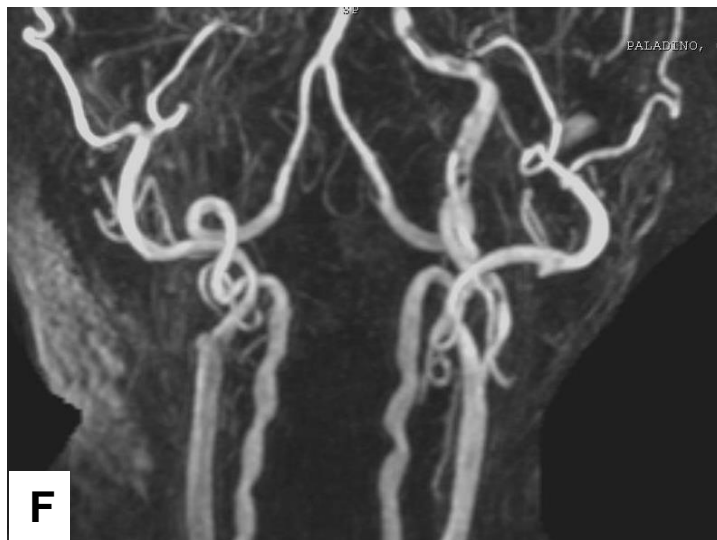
Angioresonancia. Muestra múltiples imágenes con ausencia de señal desde el segmento cervical de la arteria carótida interna izquierda, en relación con trombo.
